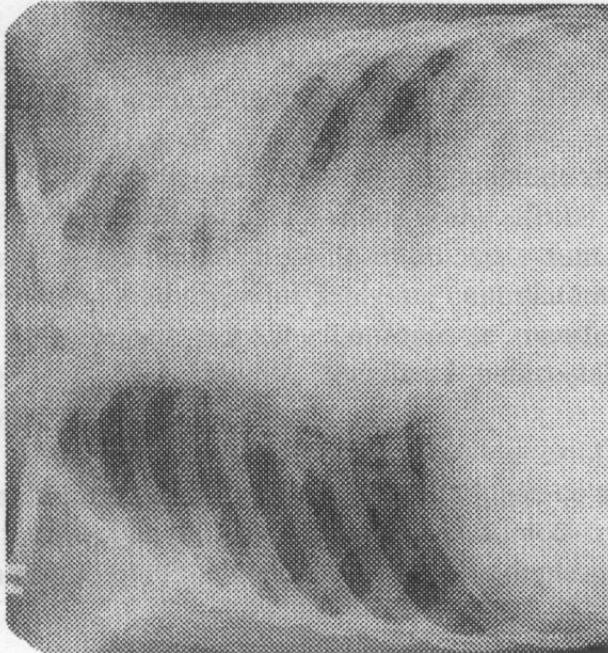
Radiografie. Bolnav în vîrstă de 2 ani cu pneumonie localizată în lobul superior stâng. Sunt prezente următoarele caracteristici radiologice: opacitate de intensitate moderată, condensare omogenă în lobul superior pe stânga.
